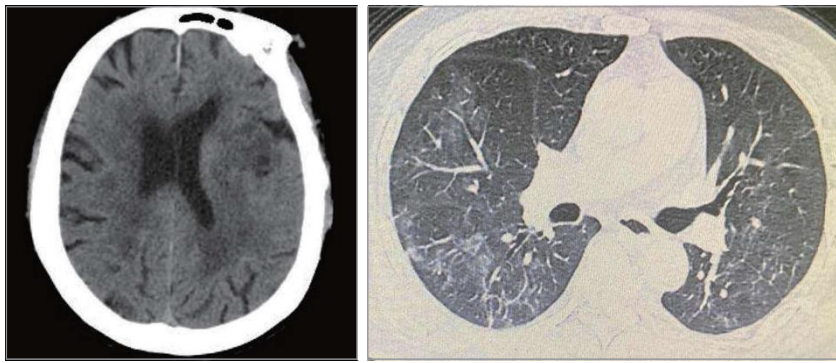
TC-CE (esquerda) e TC torácica (direita) de um doente infetado pelo Sars-Cov-2, um dia após AVC isquémico, neste contexto (Mao et al., 2020).
